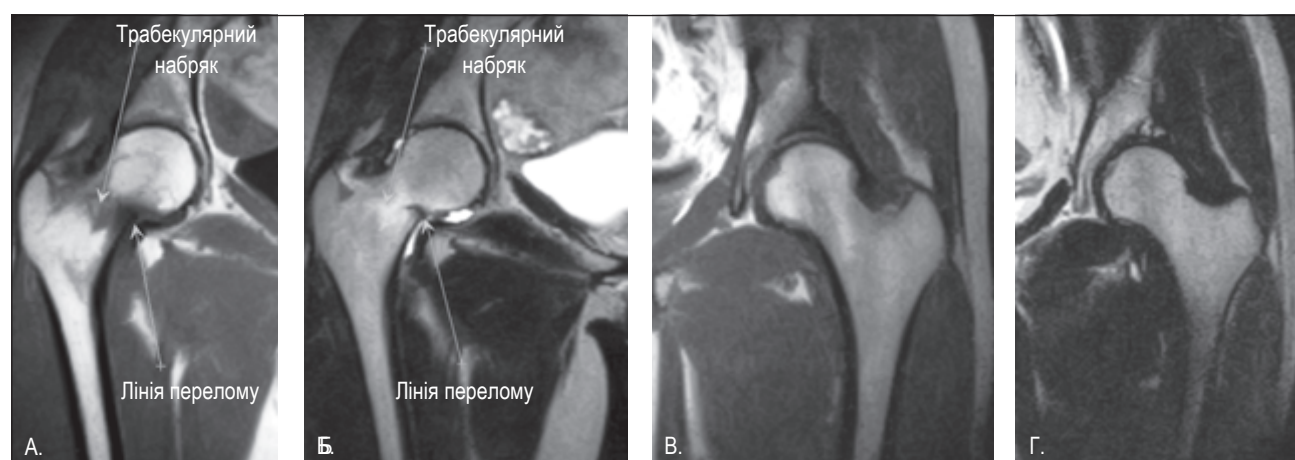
МРТ кульшових суглобів: А. – правий суглоб в режимі Т1, Б. – правий суглоб в режимі Т2, В. – лівий суглоб в режимі Т1, Г. – лівий суглоб в режимі Т2.
